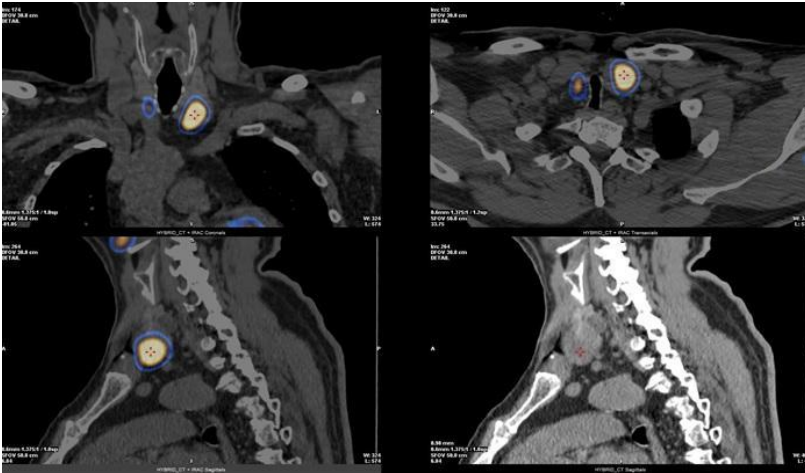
ОФЭКТ/КТ ОЩЖ с ^{99m}Tc -технетрилом в раннюю фазу, визуализируется образование правой нижней ОЩЖ и узел левой доли ЩЖ активно накапливающий РФП.
